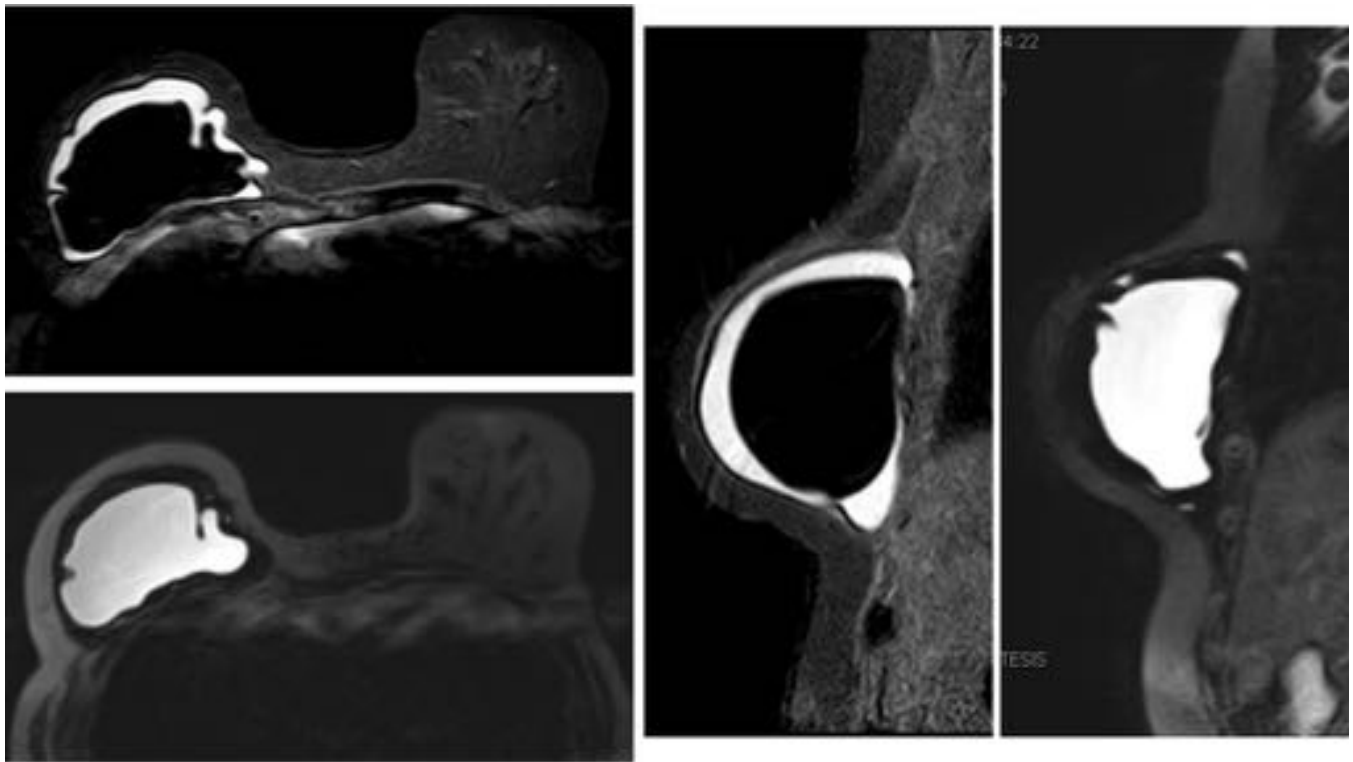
Imágenes por RM de un implante de doble luz invertida. Arriba izquierda y centro: secuencias axial y sagital con supresión de grasa y agua (STIR-FLAIR); abajo izquierda y derecha: secuencias axial y sagital con supresión de grasa y silicona. La potenciación y supresión selectiva de la señal de tejidos permite una óptima resolución de contraste que resulta clave en el diagnóstico de las complicaciones asociadas a las prótesis.
